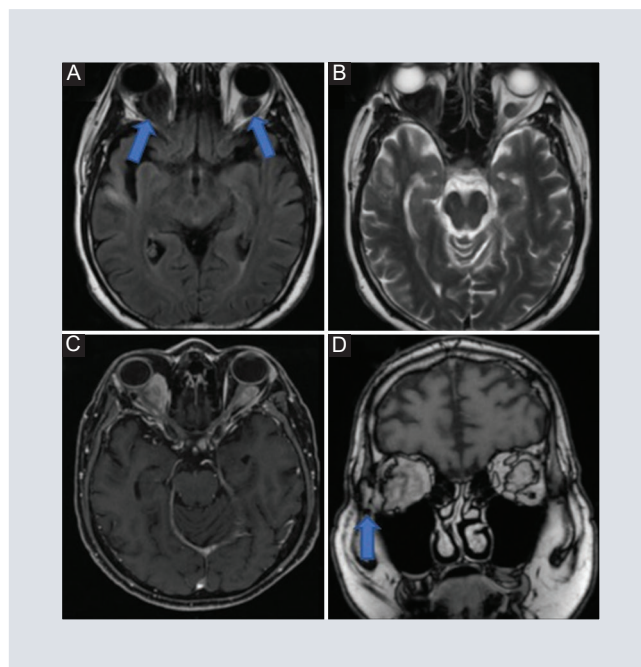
A-B: RM cerebral en cortes axiales en secuencias ponderadas en T1 y T2 en la que se observan lesiones sólidas intraconales bilaterales de comportamiento hipointenso (flechas en A). La de mayor tamaño, localizada en la órbita derecha, mide 33 × 34 × 37 mm. Estas lesiones se encuentran en íntima relación con los músculos oculares extrínsecos, donde ejercen efecto de masa, condicionando proptosis ocular ipsilateral. C: secuencia T1 poscontraste que muestra marcado refuerzo heterogéneo, evidenciando que envuelven sin causar compresión ni cambios en la intensidad de señal del nervio óptico. D: secuencia ponderada en T1 en corte coronal donde se evidencia erosión de la pared lateral en la órbita derecha (flecha).
